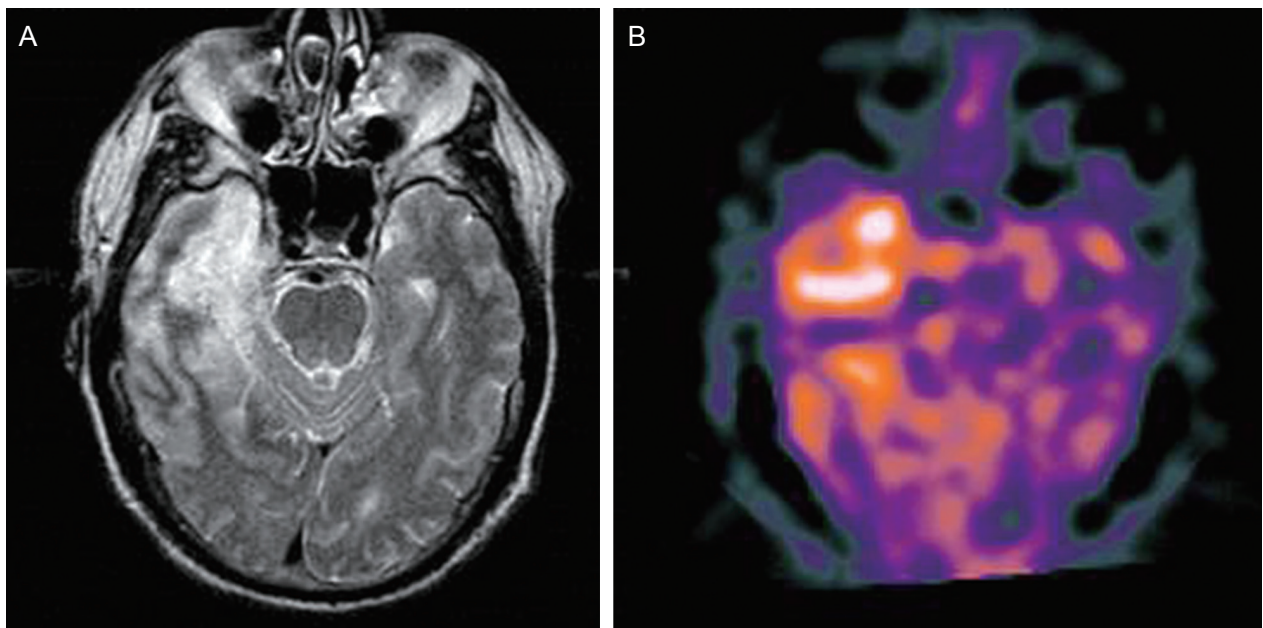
MRI and SPECT finding of HSV-1 encephalitis. (A) T2 hyperintensities within the right temporopolar and temporomesial region. (B) Single-photon emission computed tomography(SPECT) with m99-Tc HMPAO image shows increased radiotracer uptake right temporal lobes.
